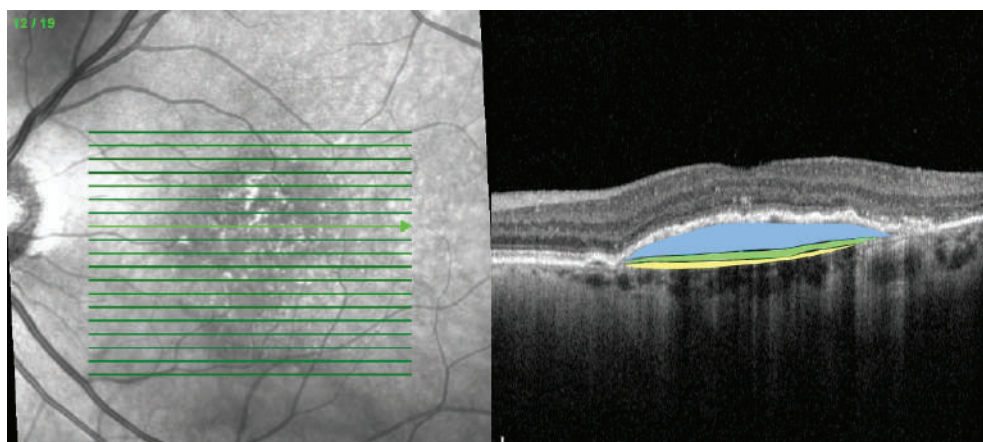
Оптическая когерентная томограмма пациента Г. через 12 месяцев после начала терапии
